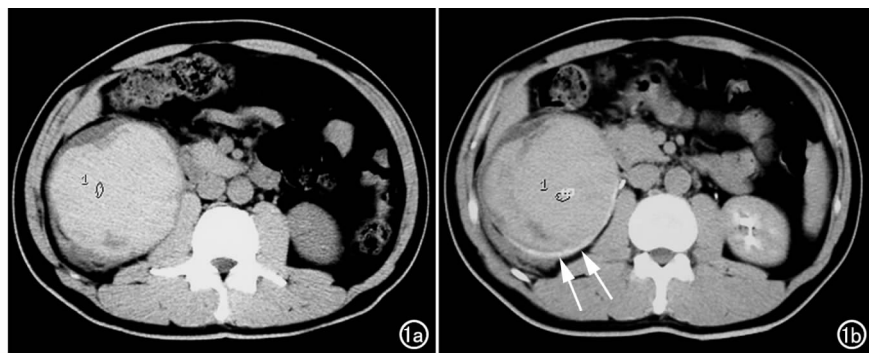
a) CT 平扫示肿物位于右肾, 以高密度影为主, 周围环绕低密度区; b) CT 增强示肿物无明显强化, 密度低于其后方受压变薄的肾实质(箭)。
